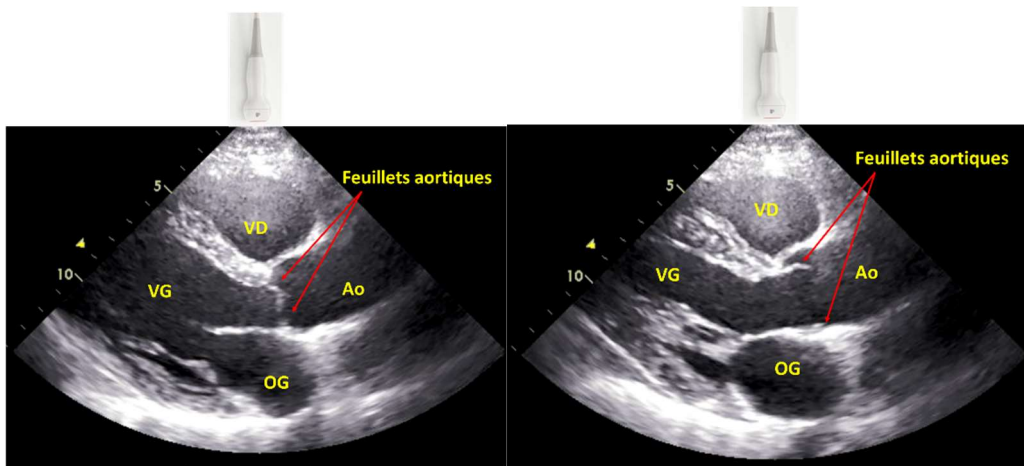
Valve aortique normale explorée par échocardiographie en coupe para-sternale long axe en diastole (à gauche, valve fermée) et en systole (à droite, valve ouverte). Sur cette incidence, le feuillet antérieur (du côté de la sonde échographique) est le feuillet coronaire droit. En postérieur, l'image en coupe passe par la commissure entre le feuillet non coronaire et le feuillet coronaire gauche qui sont moins bien individualisés.
